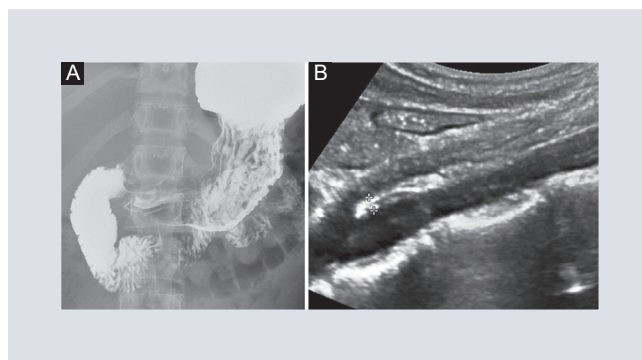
Paciente de sexo femenino de 17 años. Serie esofagogastroduodenal. A: disminución abrupta a nivel de la tercera porción del duodeno. B: correlacionando con la imagen por ultrasonido de la misma paciente, observando la aorta y la arteria mesentérica superior con disminución del espacio aortomesentérico.
